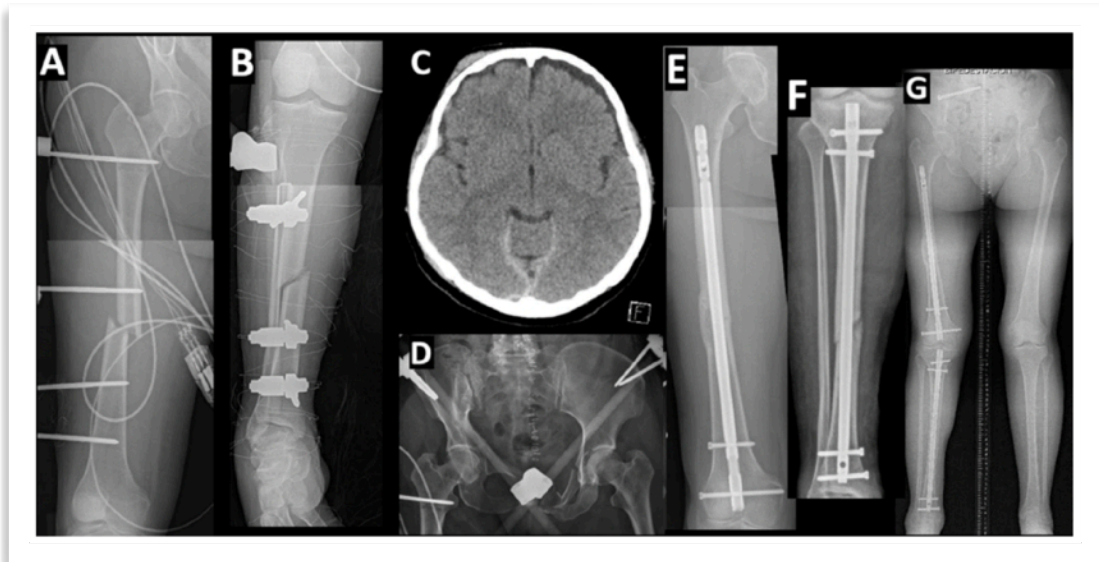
Paciente politraumatizada de 61 años envuelta en accidente automovilístico, se decide manejo con cirugía de control de daños. Fijador externo para las extremidades inferiores en rodilla flotante Frasier Type I (A-B) asociada a hematoma extradural (C) y lesión de anillo pélvico inestable (D). Luego de 8 días en UCI, se realiza manejo definitivo mediante fijación posterior del anillo pélvico y clavo endomedular femoral retrógrado y clavo tibial suprapatelar (E-F). Radiografía de seguimiento de un año confirma consolidación (G)
